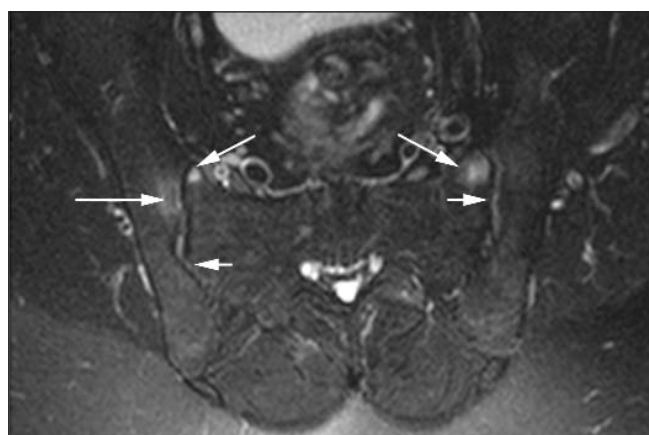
МРТ, T_2 -FS-взвешенный режим, в полуаксиальной плоскости у больного АС. В субхондральных отделах тела правой подвздошной кости и в обеих боковых массах крестца определяются зоны повышенного сигнала — зоны отека (длинные стрелки). Отмечается также повышение интенсивности сигнала от структур полости обоих КПС, больше слева — отек (короткие стрелки)
